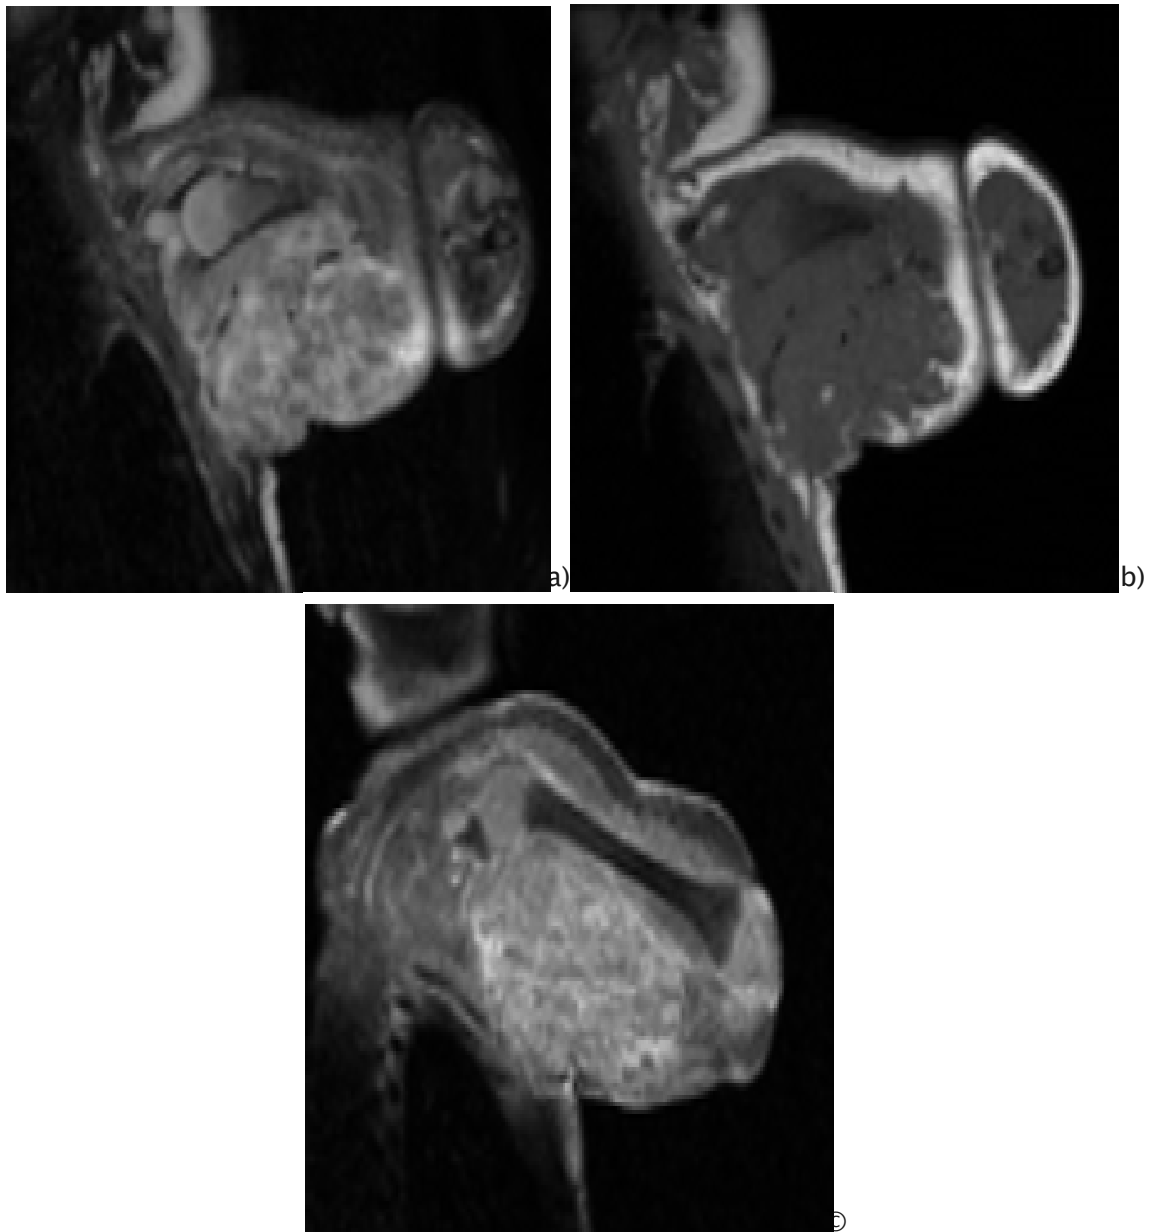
Hémangioendothéliome kaposiforme chez un nourrisson de 5 jours présentant une masse importante du bras gauche et un phénomène de Kasabach–Merritt. (a) Sur une IRM coronale pondérée en T1, la masse est iso-intense par rapport au muscle. (b) IRM coronale pondérée en T2 avec suppression de graisse montre la lésion avec une intensité de signal hétérogène. (c) L'image écho-IRM rappelée du gradient gâché saturé de graisse et saturée de gadolinium coronaire montre la lésion avec un rehaussement hétérogène du contraste. (45)
